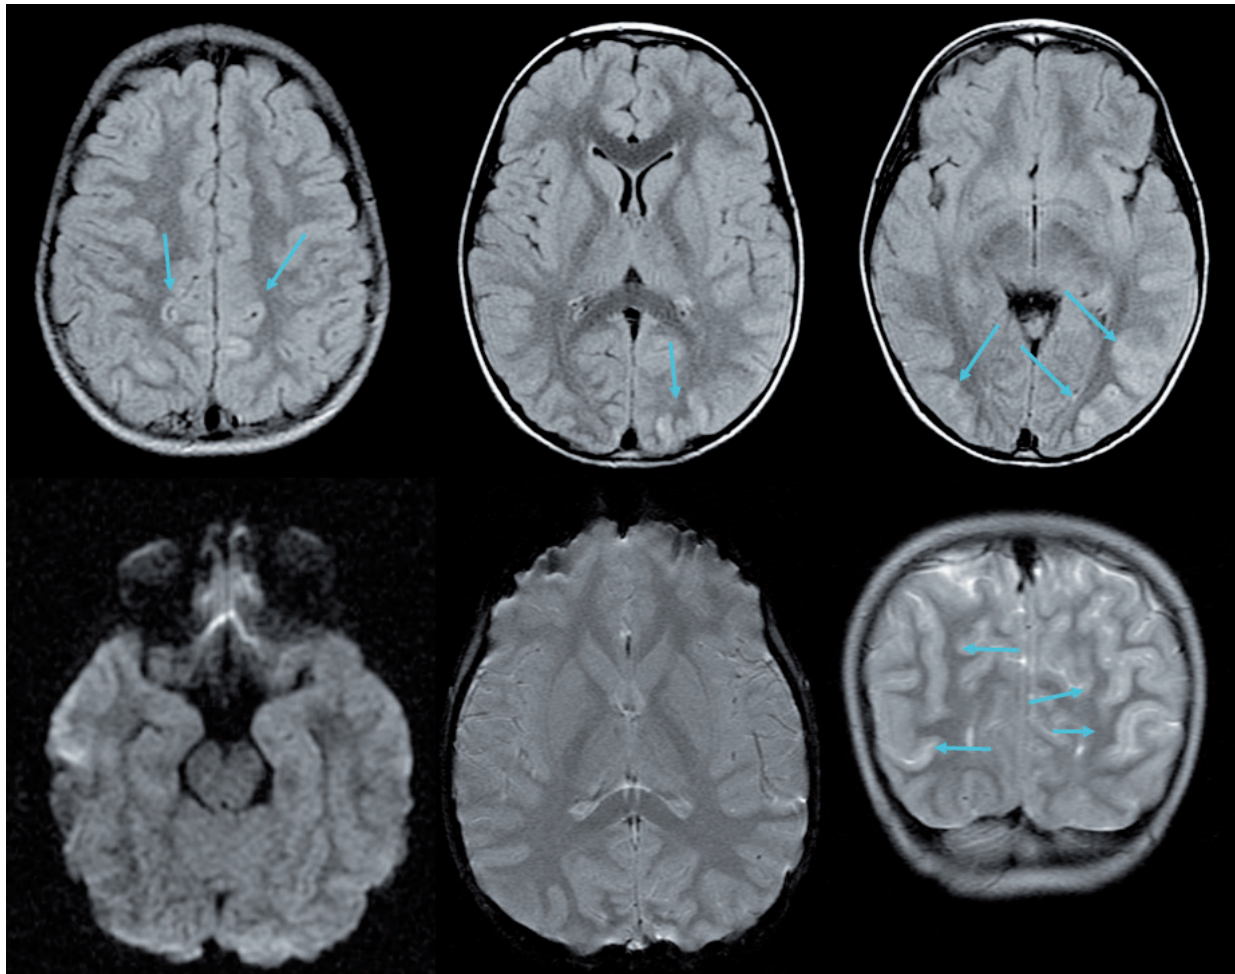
Resonancia cerebral del sexto día de enfermedad del paciente.
